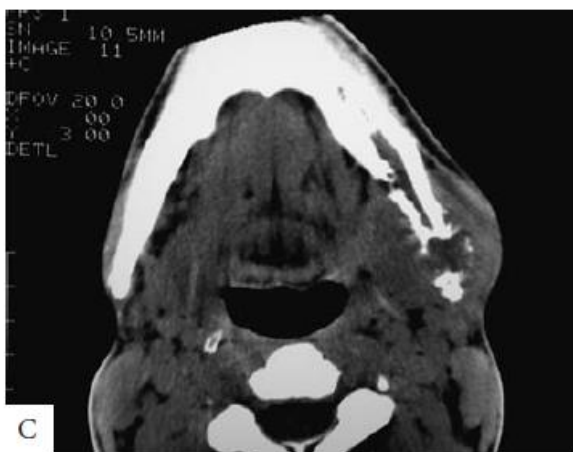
Malignidad enmascarada como osteomielitis. A: Vista panorámica tomada de un Varón de 17 años. Dolor, hinchazón y parestesia Desarrollado alrededor de erupción de la diente. 18. B: Obsérvese los cambios óseos en el ángulo mandibular izquierdo. B, Primer plano de una vista panorámica. Obsérvese la osteólisis, El hueso comido por la polilla y la disolución del borde inferior. C, tomografía axial computarizada muestra osteólisis e hinchazón de los tejidos adyacentes. La exploración y la biopsia revelaron sarcoma de Ewing. El paciente se sometió a quimioterapia agresiva y radioterapia. D, Vista panorámica 2 años postoperatorio. Fractura patológica del ángulo mandibular izquierdo con osteorradionecrosis. Las biopsias no revelaron malignidad recurrente⁷.
